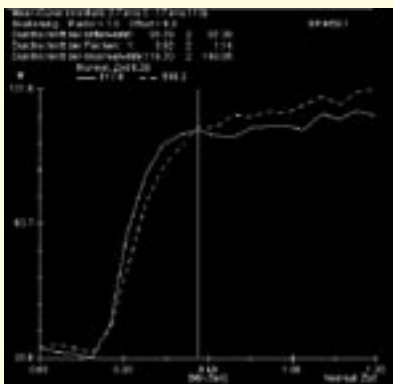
/9: MRT, Die Perfusionsanalyse der peripheren Zone (2 Kreise). Sowie die graphische Darstellung des Signalanstieges in diesen Regionen als Ausdruck der Perfusion.
